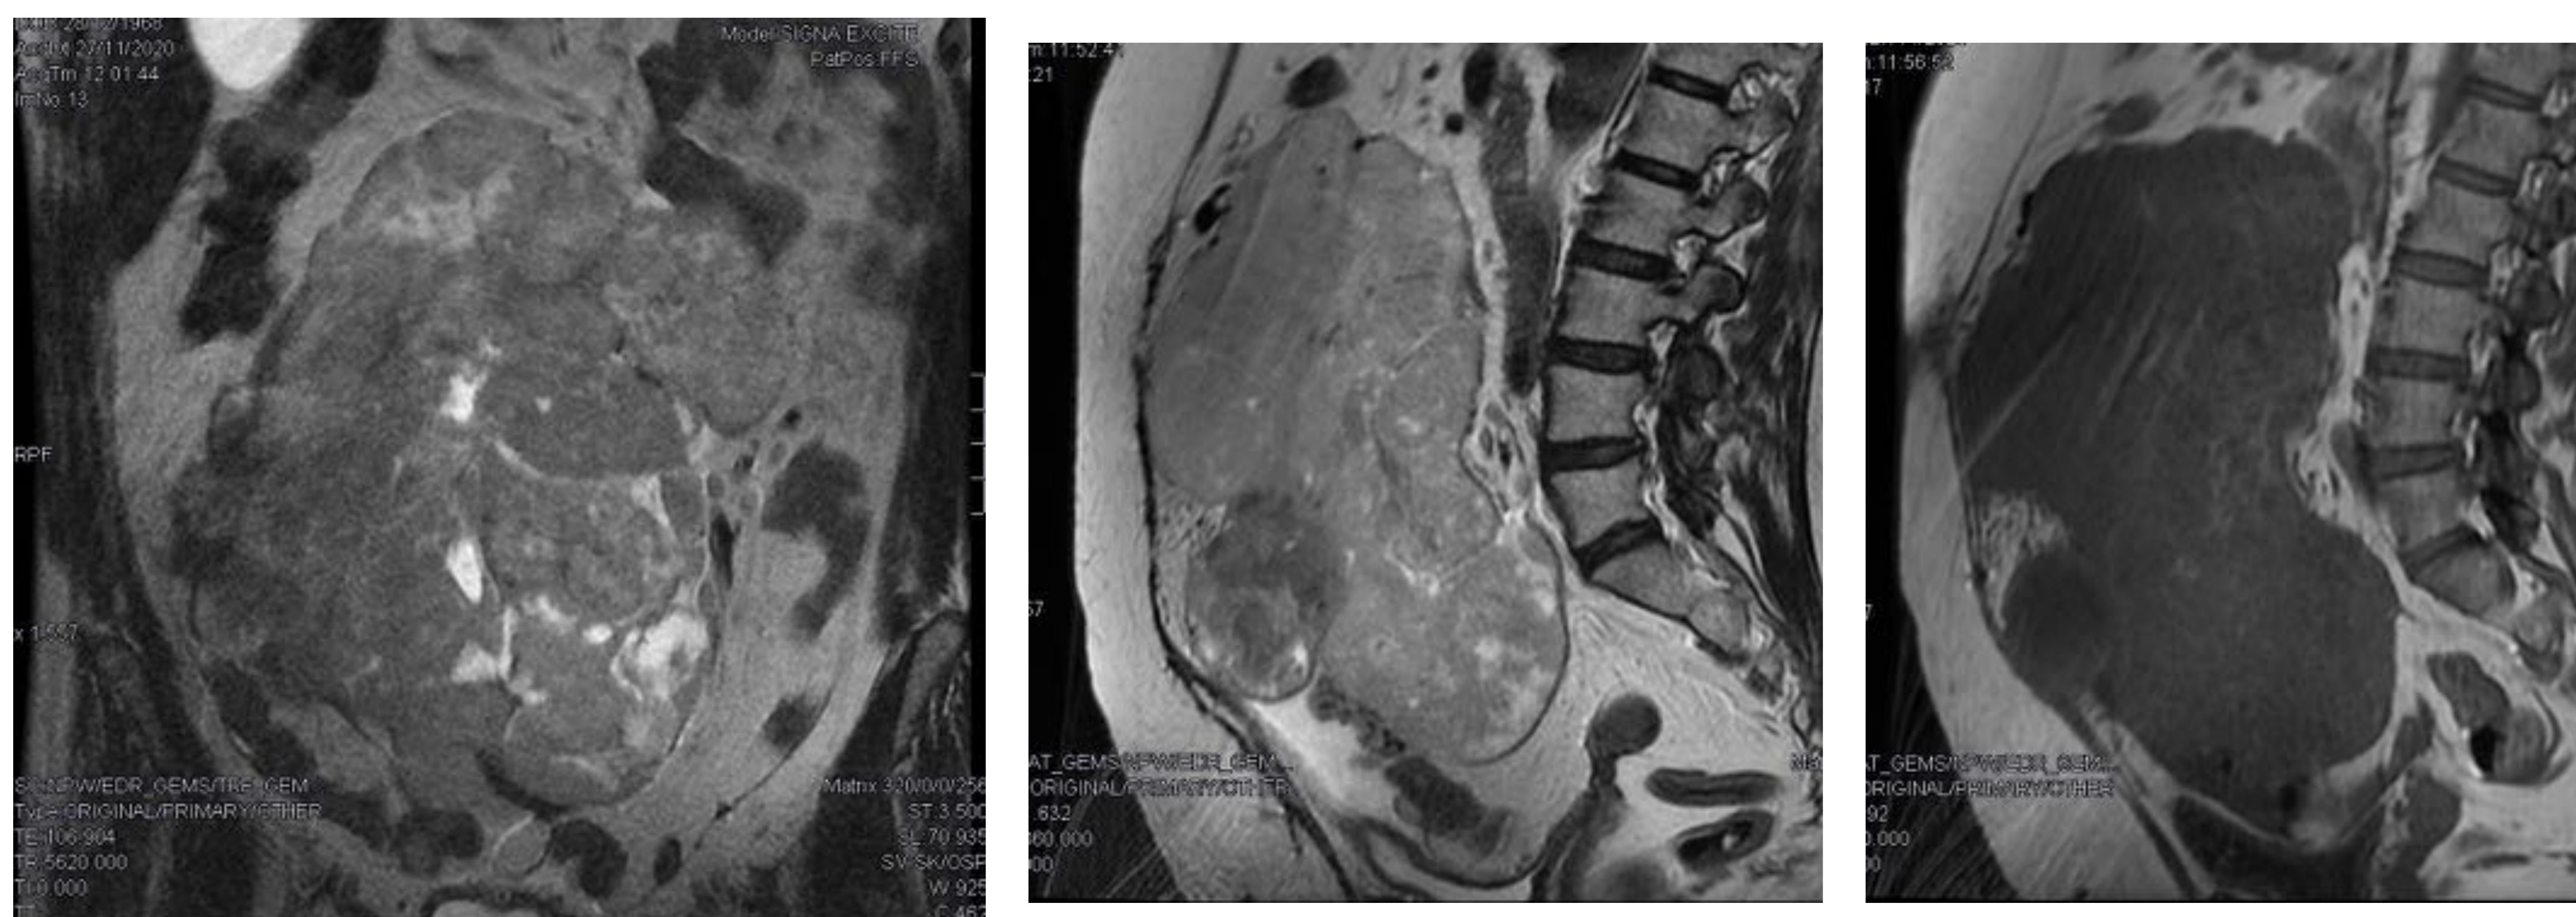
Tumor de GIST que se observa en RM como masa sólida heterogénea hipointensa en T1 e intensidad media en T2, con áreas de necrosis y degeneración quística y vascularización periférica asociada. *Hospital Universitario Infanta Cristina. Unidad Central de Radiodiagnóstico.*
